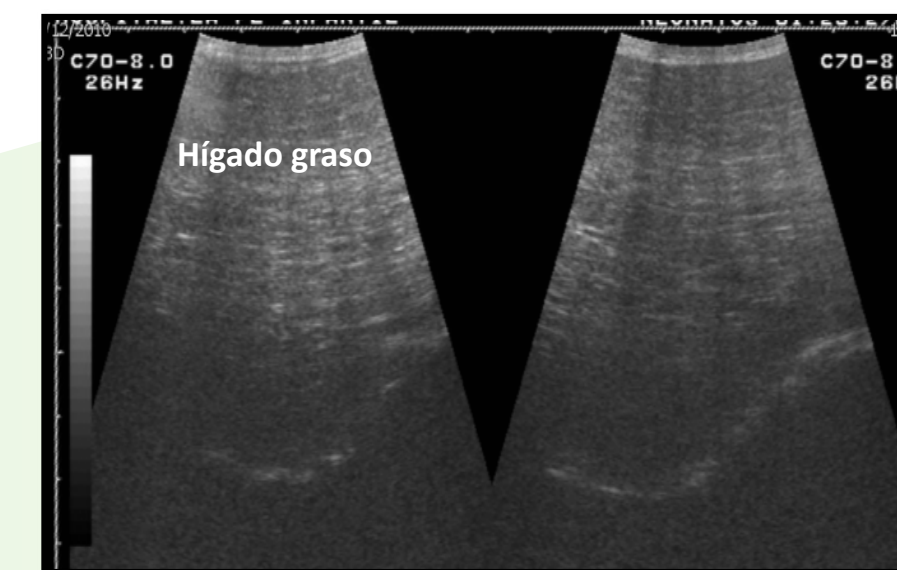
Ecografía hepática. Aumento de ecogenicidad hepática. Esteatosis moderada-severa. No otras alteraciones.
